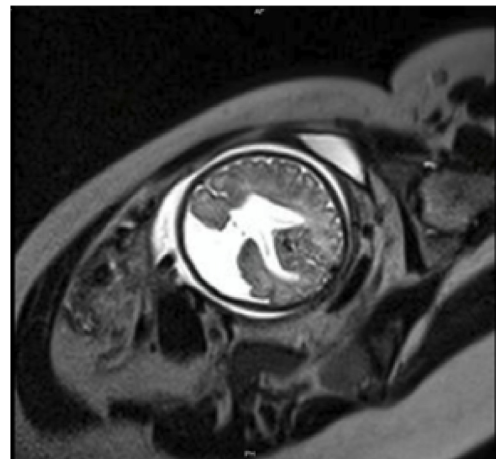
Ecografía en corte transversal a nivel de la cabeza fetal, en el diámetro biparietal; se sospecha de alteración neurológica compatible con esquizencefalia tipo II.
